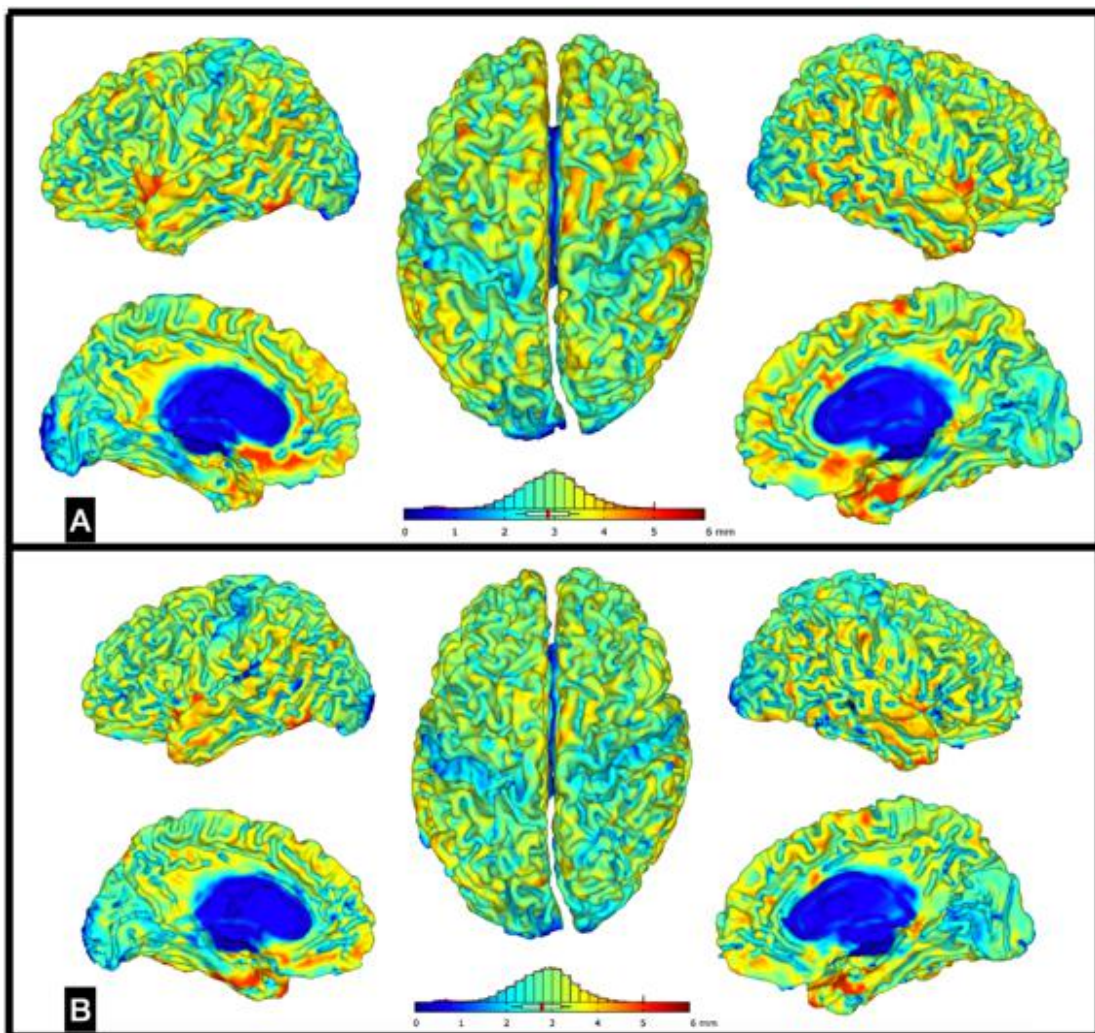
A: exame de RM de criança com PC com 4 anos de idade. B: exame de RM da mesma criança com 8 anos de idade, um ano e meio após ser submetida à RDS. As qualidades do registro de ambas as RMs foram boas, com resolução, viés, ruído e média ponderada todas acima de C+
